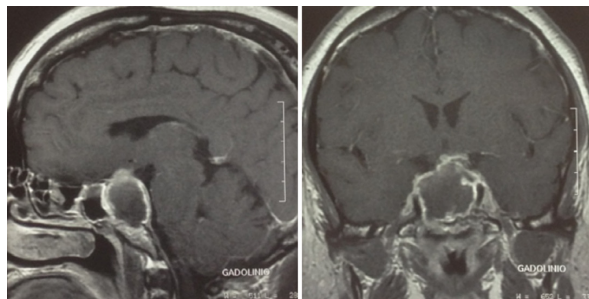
Ressonância magnética do crânio em corte longitudinal coronal e sagital.
